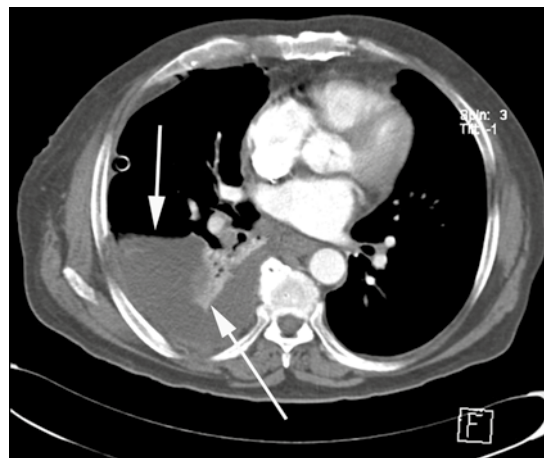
Tomografía de tórax con medio de contraste endovenoso, corte axial: hombre de 47 años, engrosamiento pleural basal izquierdo con derrame pleural y burbujas de aire. Impresión diagnóstica por imagen de mesotelioma pleural maligno pero con reporte de patología de adenocarcinoma pulmonar.
